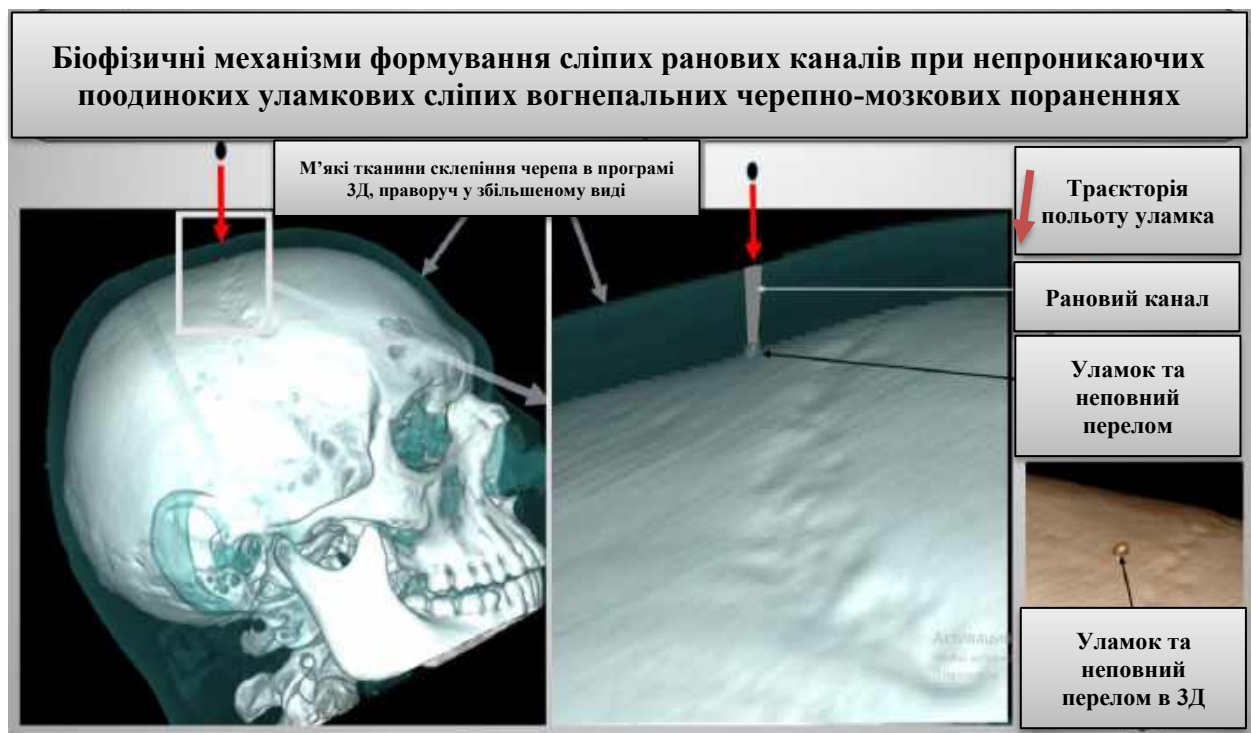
МСКТ у програмі 3D skin пораненого з вогнепальним непроникаючим уламковим сліпим черепно-мозковим пораненням [54].
